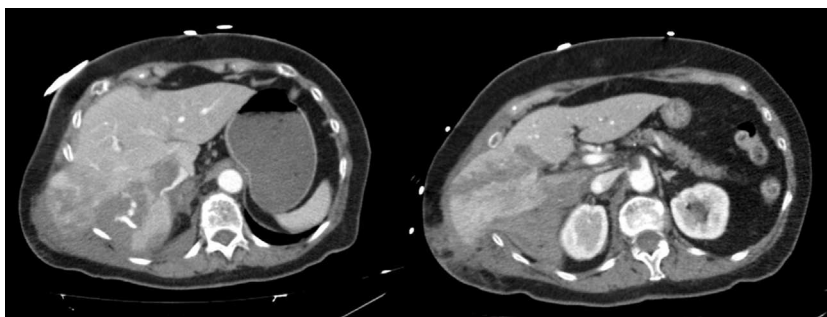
TAC corte axial.
